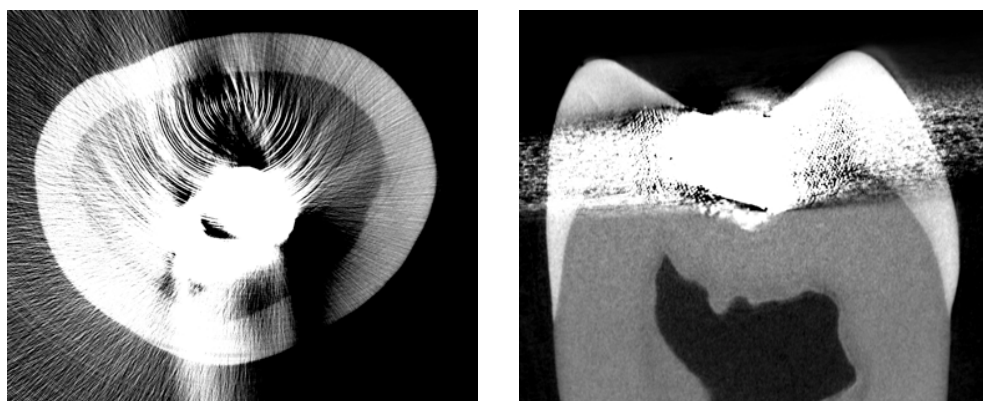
Imagens de molares permanentes, escaneados por micro-CT, contendo restauração em amálgama. Em a, secção transversal e em b, secção longitudinal. Observa-se grande artefato decorrente do espalhamento da radiação pela existência de elementos metálicos na composição da restauração.
